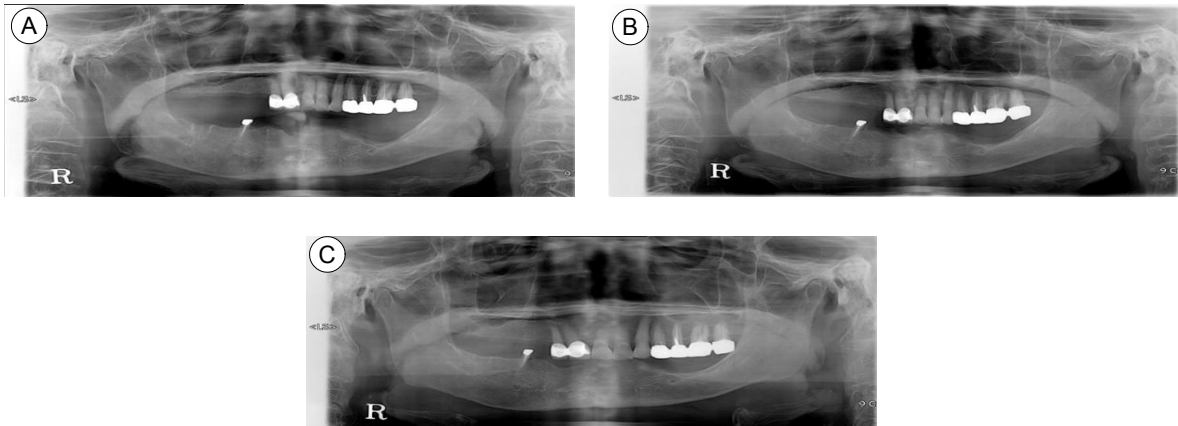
Panoramic radiographs. (A) At the point of starting the teriparatide. (B) 8 months after teriparatide. (C) 6 months after restarting bisphosphonate.
